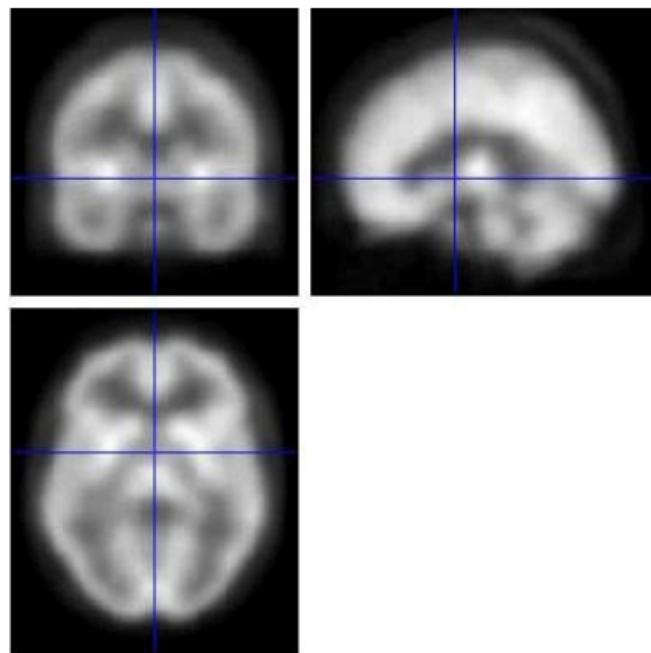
Imagem do modelo de SPECT (“template”) do SPM
